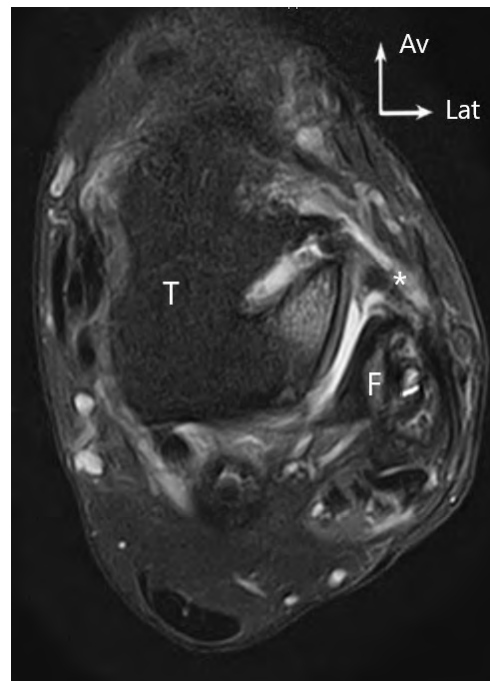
Coupe axiale IRM DP FS d'un LTFG reconstruit (étoile) évalué à 4 sur l'échelle de Howel (T : talus, F : fibula)
